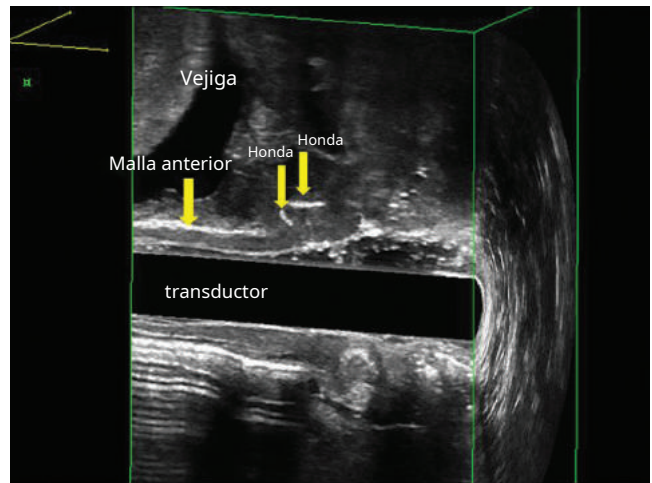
Ecografía tridimensional que muestra malla anterior y dos cabestrillos mediouretrales.
